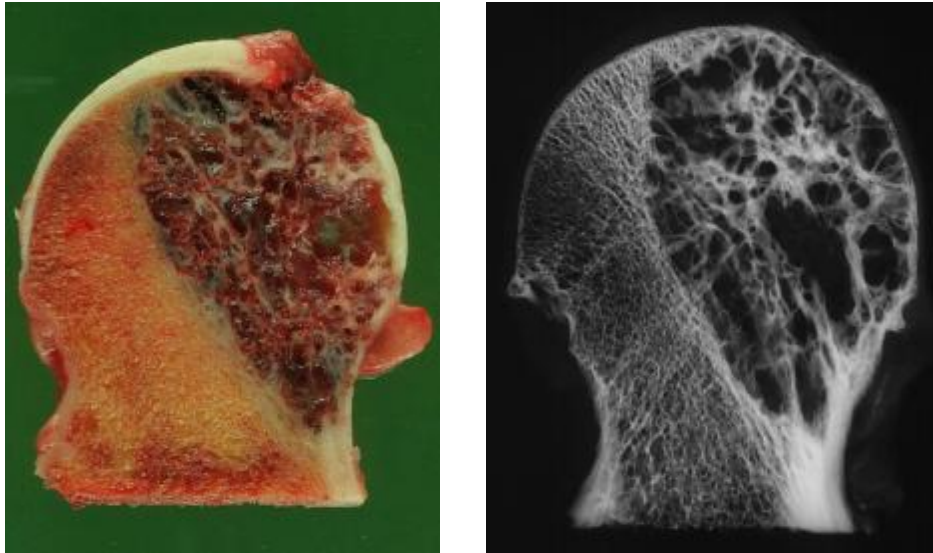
kavernoöses Hämangiom (M.-Nr.: 97/1099, links: Makrophotographie, rechts: Kontaktradiographie)
